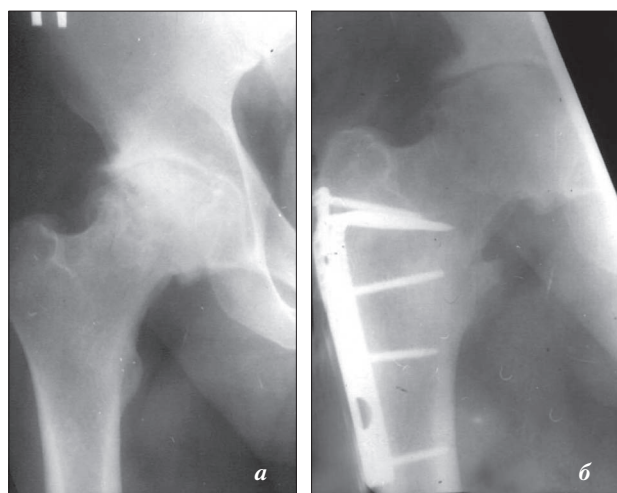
Рентгенограммы больного с асептическим некрозом головки бедренной кости до (а) и после (б) корригирующей остеотомии бедренной кости
